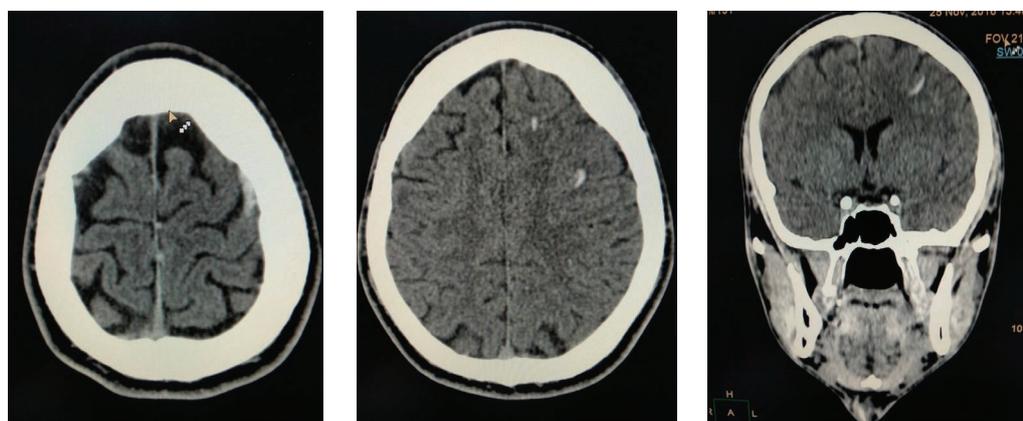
МСКТ головного мозга пациента З. от 25.11.16.
